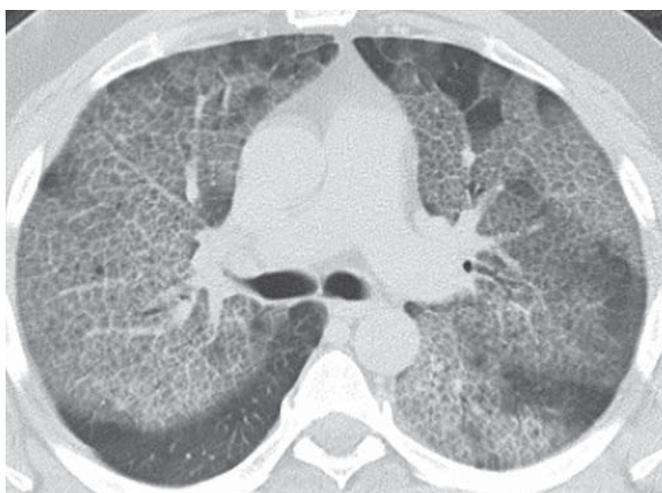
Динамика данных МСКТ больного Б. через 4 мес после проведения лечебных бронхоскопий с бронхоальвеолярным лаважем
